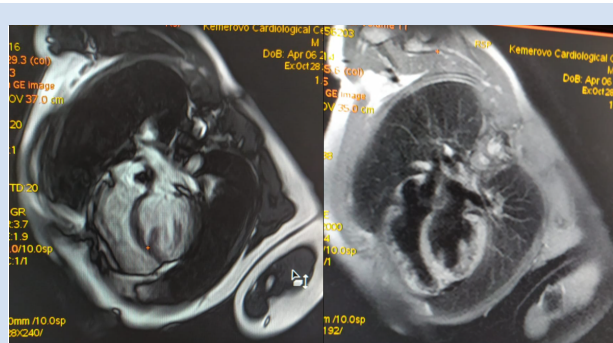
МРТ-визуализации изолированной гипоплазии верхушки левого желудочка
